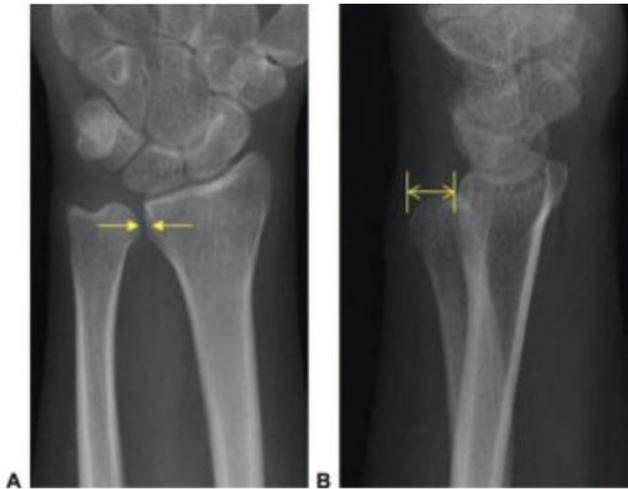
Image Source : https://elentra.healthsci.queensu.ca/assets/modules/ts-_ped-elbow-radiograph/Picture23.png
